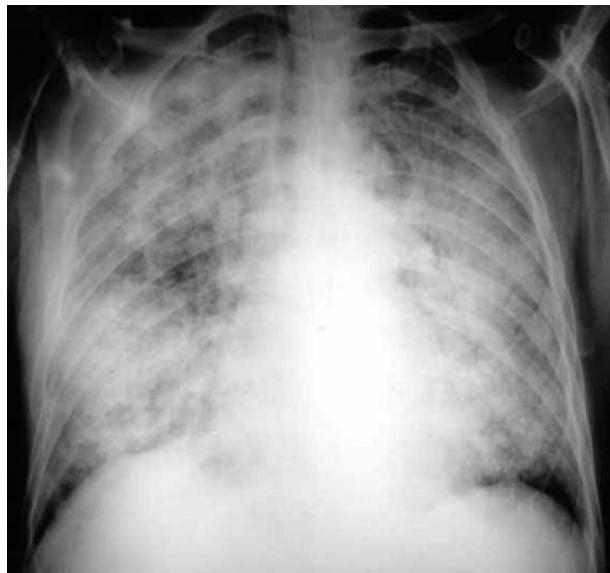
Radiografía de tórax de enfermo, con ventilación mecánica, por distrés respiratorio agudo secundario a pancreatitis. Infiltrados alveolares difusos.
